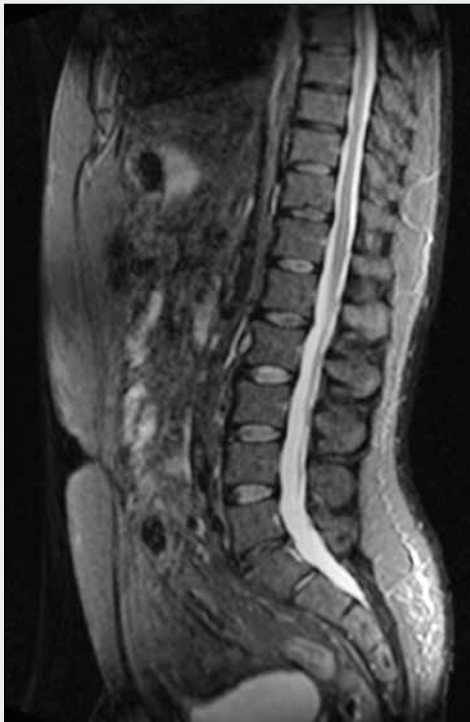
Assessment of diffuse skeletal changes. Examples of images on pelvis, proximal parts of femurs, lumbar and lower thoracic spine. A–D – normal finding: regular, homogenous bone marrow signal intensity; E–H – osteopenia: mild increase of bone marrow signal on STIR sequence is seen together with mild decrease of signal on T1-weighted sequence. Irregular areas of signal alteration are visible on femurs and pelvis, however they are without any signs of even minimal focal lesions; I–L – variegated pattern: uncountable number of small lesions is seen in pelvis, vertebral bodies and spinous processes creating “salt and pepper” appearance. (Spondylotic changes with dorsal osteophytes are also seen on lumbar spine in this case.); M–P – severe diffuse disease: homogenous increase of bone marrow signal is present on STIR sequence; decrease on T1-weighted sequence is seen, signal of vertebral bodies is similar or slightly lower than signal of intervertebral discs. (In this case, normal signal intensity is seen only in small foci in the head of femurs. Intravertebral herniations – Schmorl’s nodes are present in vertebral bodies of the lumbar spine.)
